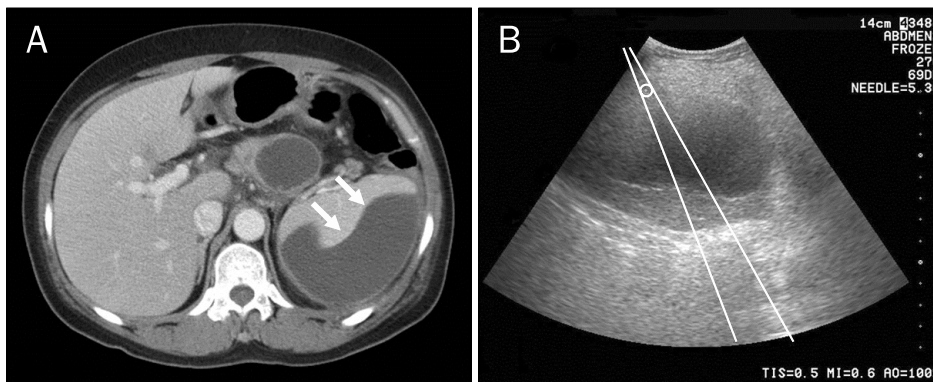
Follow-up CT and sonographic findings. (A) Abdominal CT showed 9.8×4.3×10.0 cm sized cystic lesion in the spleen (arrows). (B) There was a 9.8 cm sized anechoic cystic mass in the spleen on ultrasound. Percutaneous catheter drainage was inserted.
